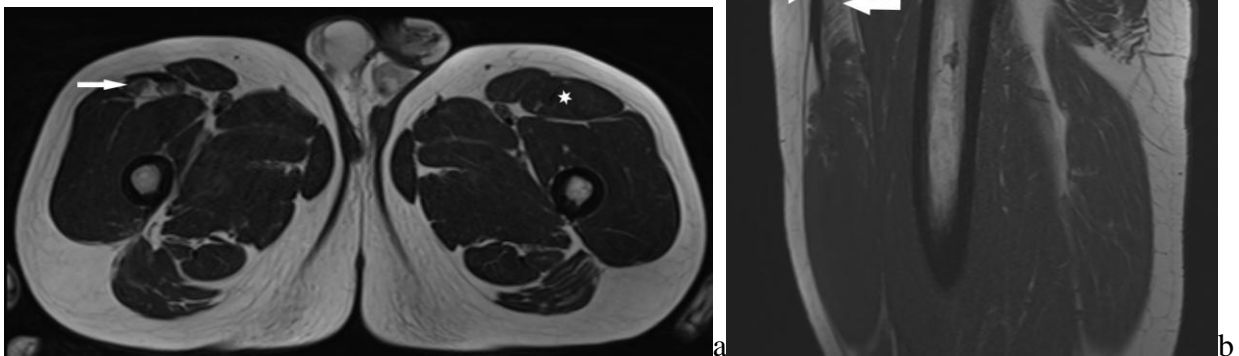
IRM en séquences axiale (a) et sagittale (b) T1 de la cuisse droite.
